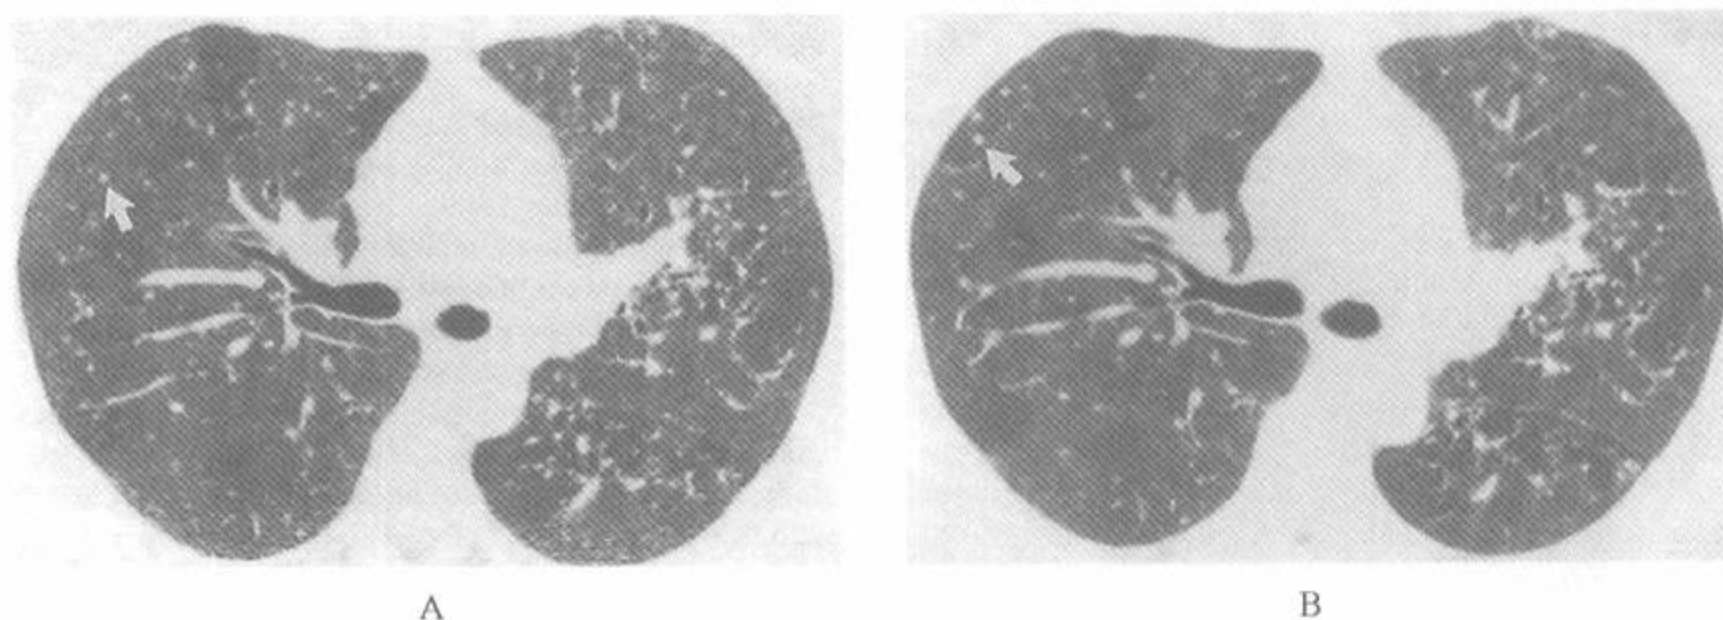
过敏性肺炎中的低剂量(A)和常规剂量(B)HRCT
